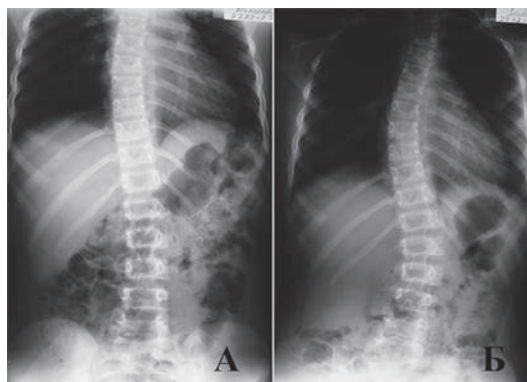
Рентгенография позвоночного столба, пациент З. А) И.п. лежа; Б) И.п. стоя;
